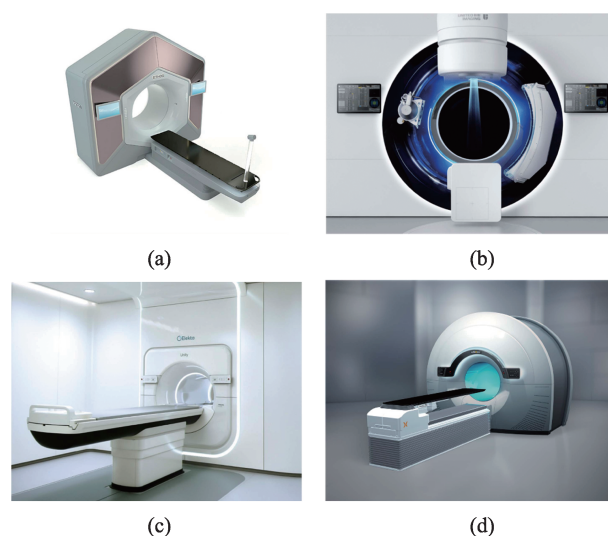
具备不同成像引导方式的各类 ART 设备 (a)为 Varian Ethos 直线加速器,可实现锥形束 CT 引导的在线 ART 功能;(b)为国产直线加速器联影 uRT-linac 506c,可实现扇形束 CT 引导的在线 ART 功能;(c)为 Elekta Unity 磁共振加速器,可实现 MRI 引导的在线 ART 功能;(d)为 RefleXion X1 生物引导放疗系统,预计可实现 PET-CT 引导的实时 ART 功能
